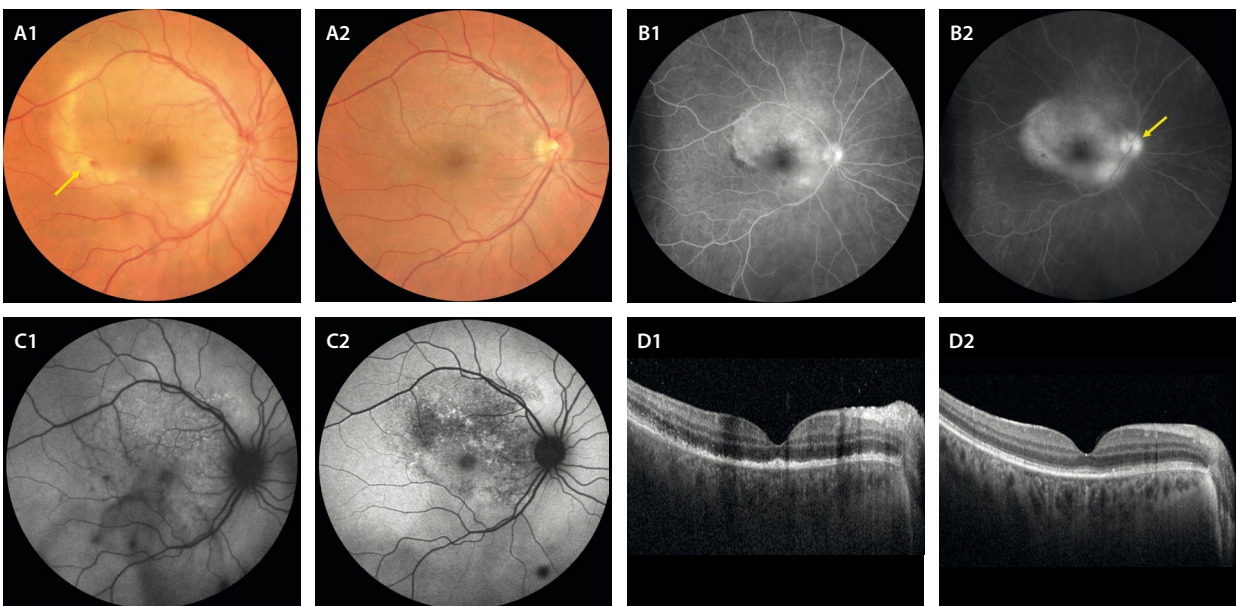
Coriorretinopatía placoide posterior sífilítica. Varón de 44 años con pérdida súbita de visión en el ojo derecho. En la retinografía (A1) se observa una lesión placoide con los bordes necróticos de color amarillento y con hemorragias asociadas (flecha amarilla). En la angiografía con fluoresceína, se aprecia una lesión placoide hiperfluorescente en tiempos precoces (B1), con un aumento de la fluorescente en tiempos tardíos y tinción papilar (flecha amarilla, B2). En la autofluorescencia se objetiva algún cambio granular hipo-hiperauto-fluorescente en la zona placoide (C1). La tomografía de coherencia óptica en el momento agudo muestra una disrupción de todas las capas externas de la retina (D1). Al tercer mes tras el tratamiento con penicilina intravenosa, la retinografía (A2) no muestra cambios aparentes. La autofluorescencia (C2) es la que permite visualizar una epiteliopatía residual con cambios hipo-hiperauto-fluorescentes. La tomografía de coherencia óptica (D2) muestra una restauración casi completa de las capas externas.
